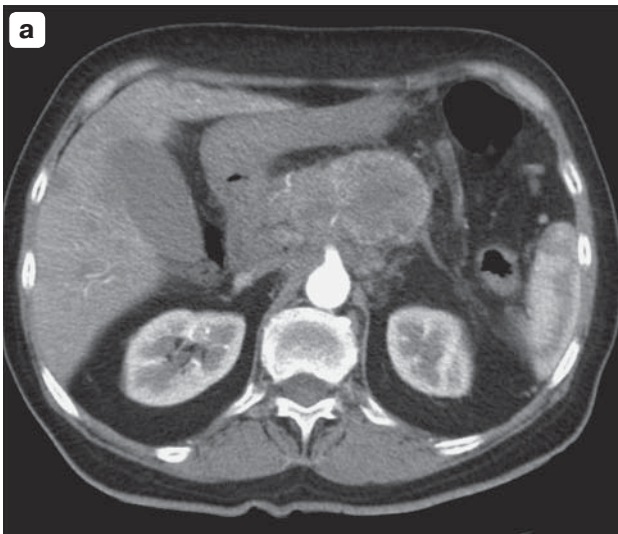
Протоковая аденокарцинома тела поджелудочной железы, КТ-изображения. а – умеренно гиперваскулярная опухоль (по периферии), отчетливые признаки инвазии ножек диафрагмы и чревного ствола; б – спустя 3 мес: опухоль резко увеличилась в размерах, признаки инвазии чревного ствола и его ветвей стали еще более заметными. Отмечаются инфильтрация парапанкреатической жировой клетчатки и появление асцита (прогрессирование злокачественного процесса).
